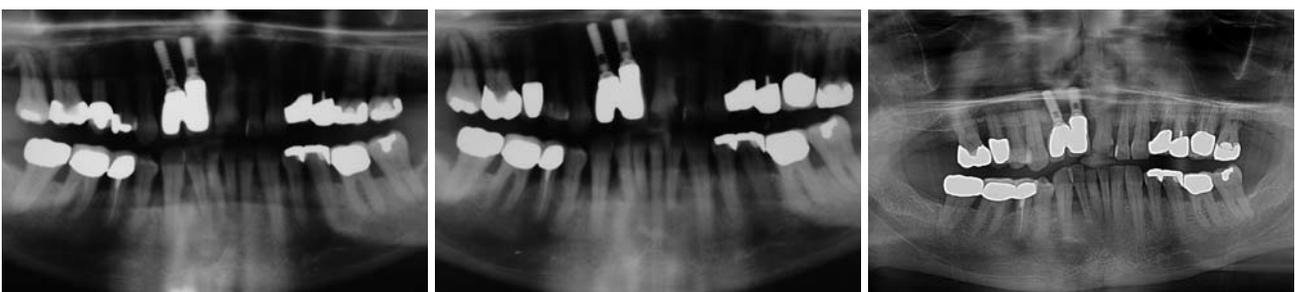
Kontrollröntgenbild aus dem Jahr 2001 (Sechs-Jahres-Kontrolle). – Abb. 30: Elf-Jahres-Kontrolle aus dem Jahr 2006. – Abb. 31: Die Panoramaschichtaufnahme des Jahres 2010 gibt keinen Hinweis auf Progredienz des Stützgewebsabbaus. Es liegen vielmehr „stabile knöcherne Verhältnisse“ vor.
